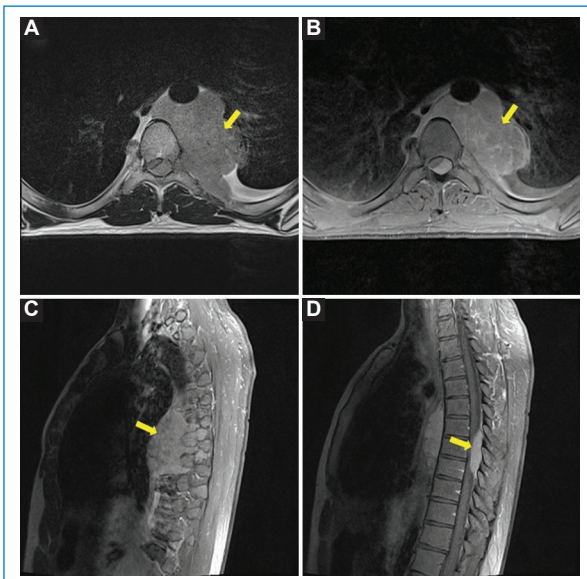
RM. A: plano axial, potenciado en T2. B: plano axial, potenciado en T1 con gadolinio. C y D: plano sagital, potenciado en T1 con gadolinio. Se observa la tumoración (flecha) con epicentro en el mediastino posterior, que es isointensa en T2 y presenta realce moderado y homogéneo con el gadolinio. Se introduce al interior del canal raquídeo por los neuroforámenes de T5-T6, T6-T7 y T7-T8. Ocupa el interior del canal en su sector posterolateral izquierdo y disminuye en forma grave el diámetro de este. Desplaza la médula espinal hacia delante y hacia la derecha, la cual no presenta alteraciones en su señal.
